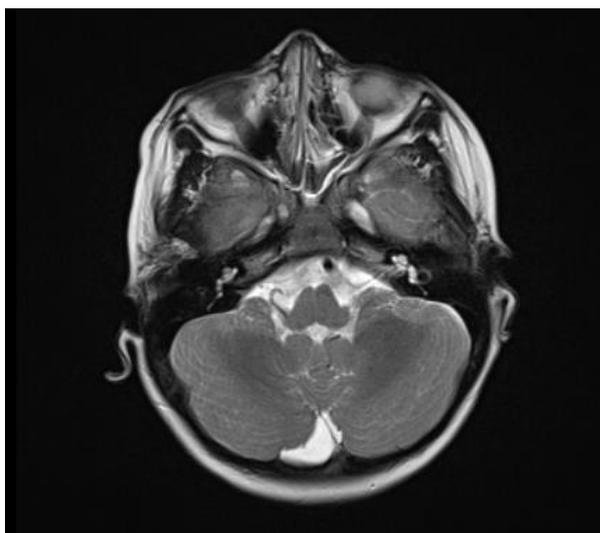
RMN do cerebello do doente 3.
